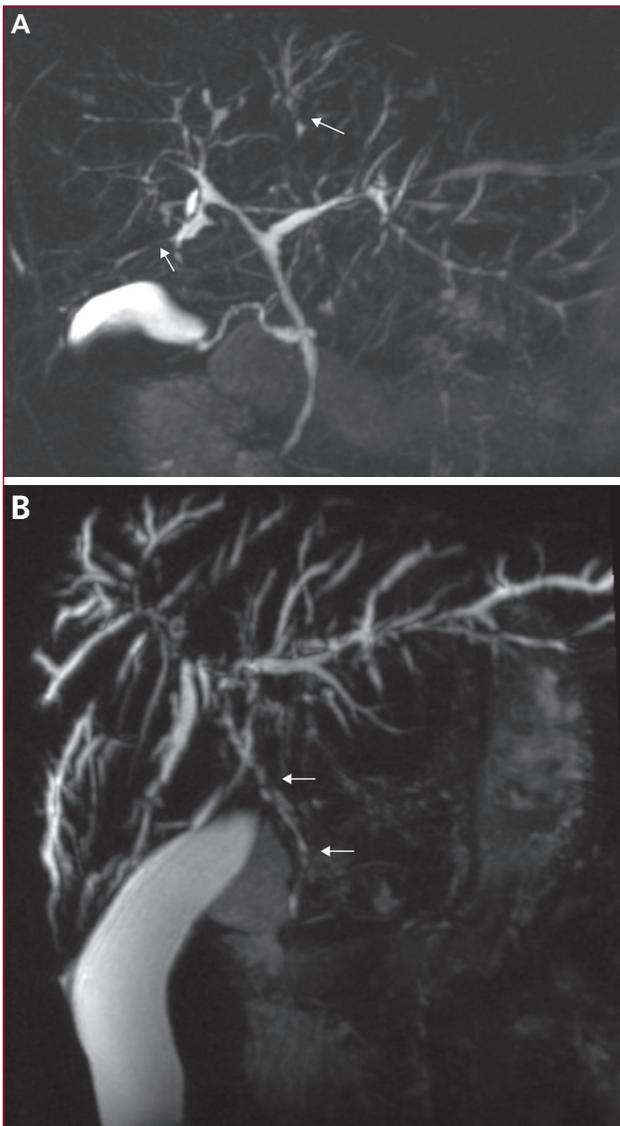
Lésions typiques de cholangite sclérosante primitive en bili-IRM. A) Séquence bili-IRM 3D montrant une atteinte des voies biliaires intrahépatique : Respect global de la voie biliaire principale et de la convergence. Atteinte diffuse des voies biliaires intrahépatiques avec alternance de sténoses (flèches) et dilatations. B) Séquence bili-IRM 3D montrant une atteinte des voies biliaires intra- et extrahépatiques : atteinte sévère de la voie biliaire principale avec multiples sténoses courtes et serrées (flèches). Atteinte diffuse des voies biliaires intrahépatiques avec alternance de sténoses et dilatations.
